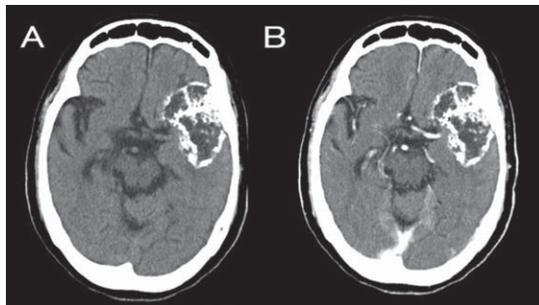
頭部CT 非造影CT(A)および造影CT(B)
